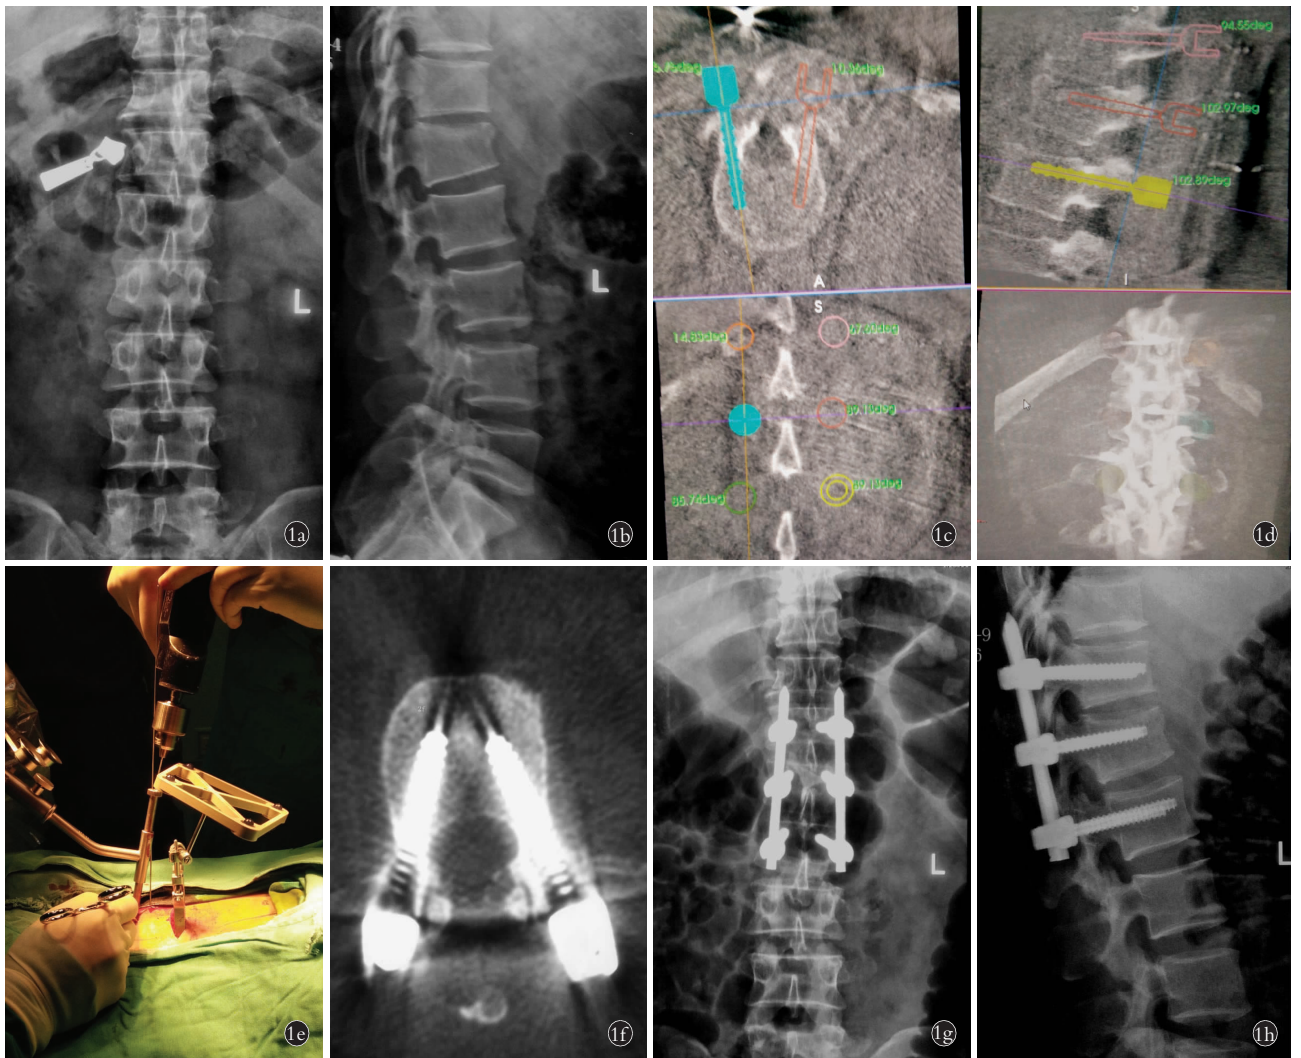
患者,男,42 岁,因外伤致腰部疼痛 1 d 入院,术前诊断为腰椎骨折 1a,1b. 术前正侧位 X 线片示 L₁ 压缩性骨折 1c,1d. 术中骨科机器人路径规划 1e. 机器人辅助下置入导针 1f. 术后 1 周 CT 扫描依据 Gertzbein-Robbins 分类标准,评为 A 类 1g,1h. 术后 1 周正侧位 X 线片 Fig.1 A 42-year-old male patient was admitted to the hospital because of one day of low back pain caused by trauma, and was diagnosed with lumbar fracture 1a,1b. Preoperative AP and lateral X-ray films showed L₁ compression fracture 1c,1d. Path planning of intraoperative orthopaedic robot 1e. Robot assisted placement of guide needles 1f. One week after operation, the accuracy of pedicle screw placement was rated as class A according to Gertzbein-Robbins classification criteria 1g,1h. AP and lateral X-ray films 1 week after operation
